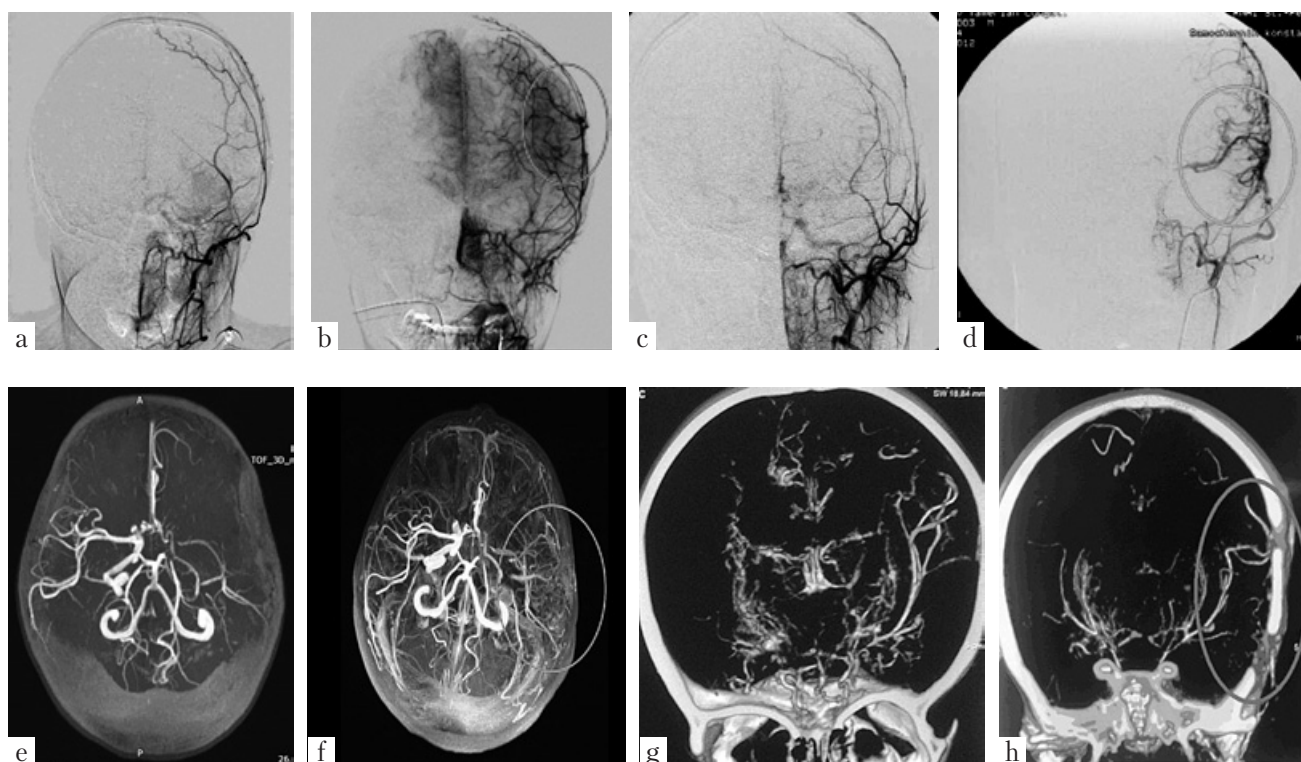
Angiograms of patient K., 10 y. o.: a) before the surgery; b) after the surgery. Angiograms of patient I., 7 y. o.: c) before the surgery; d) after the surgery. MRI angiograms of patient L., 6 y. o.: e) before the surgery; f) 6 months after the surgery. CT angiography of the patient P., 2 y. o.: g) before the surgery; h) 3 months after pial synangiosis and dural inversion
